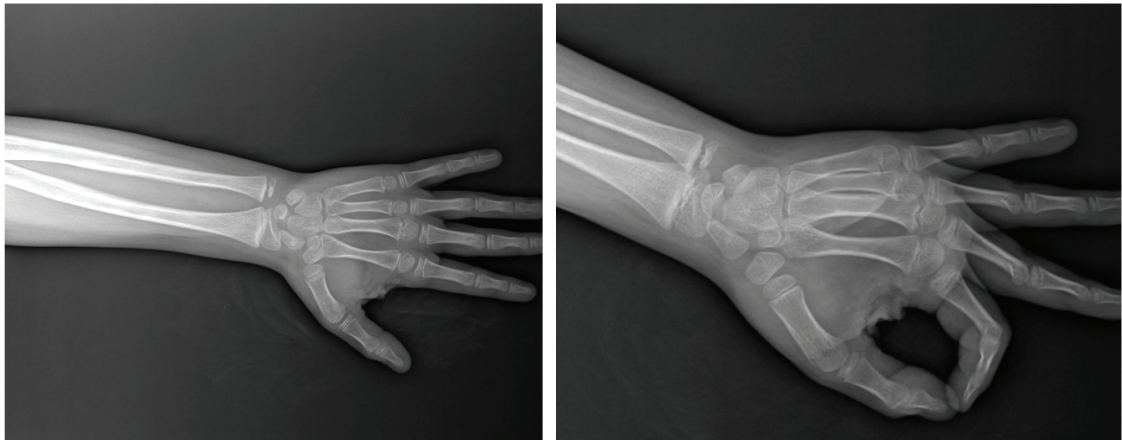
Radiographic image of the case in the emergency room
